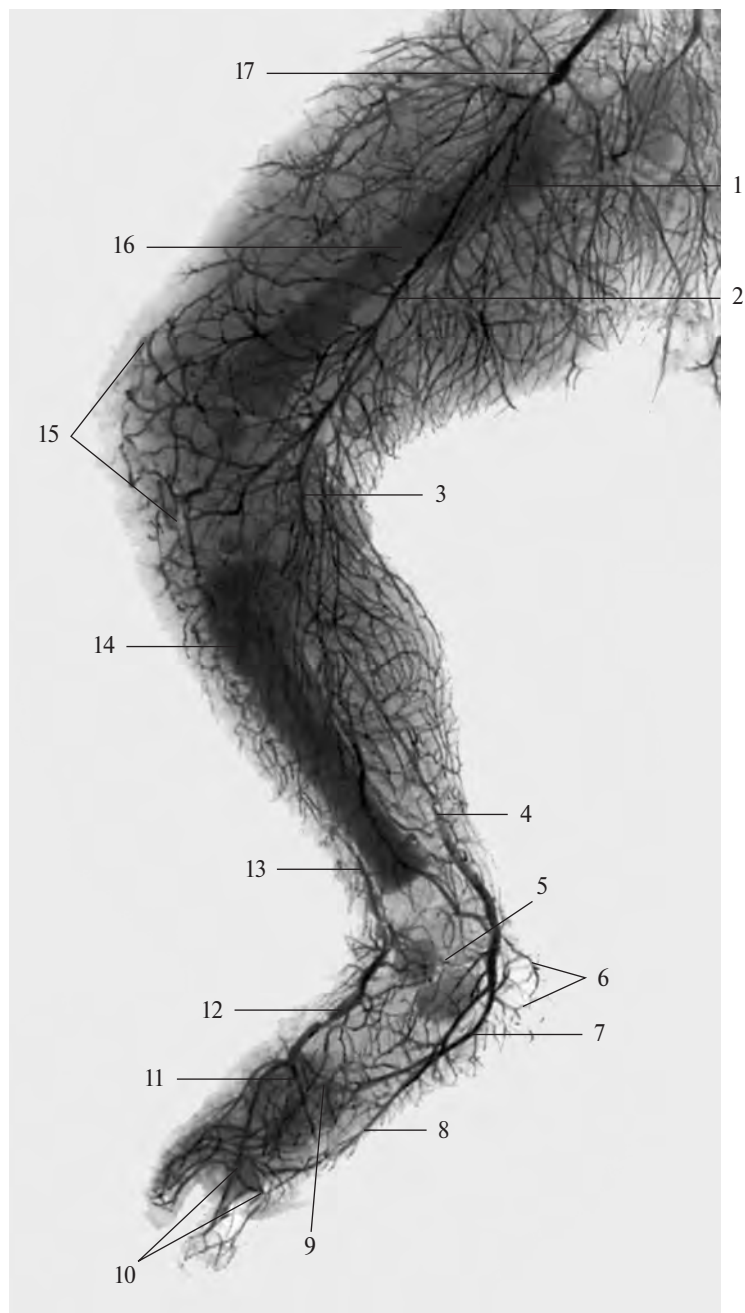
Артерии нижней конечности новорожденного, правой (фотография рентгенограммы).
